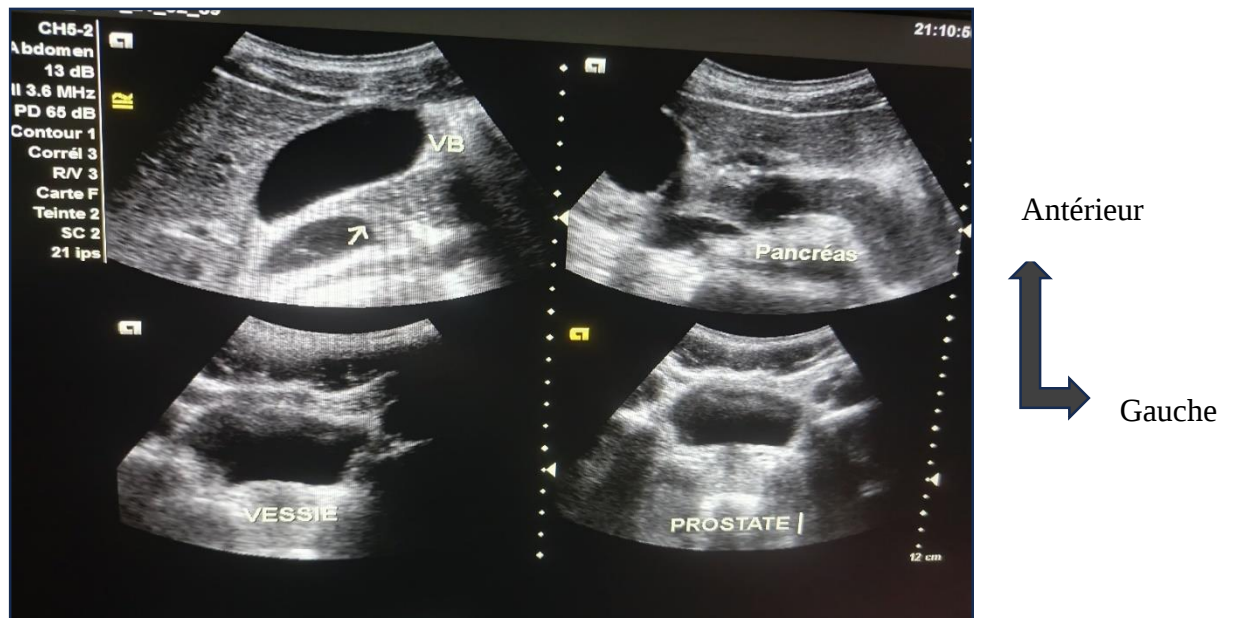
Images échographiques normales de la vésicule biliaire, du pancréas, de la vessie et de la prostate[13]
